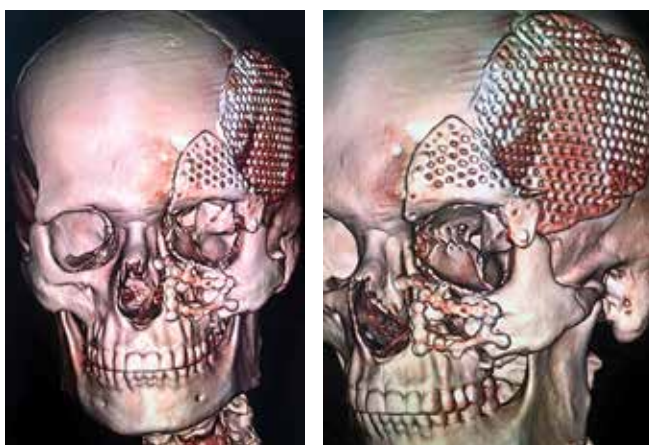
Послеоперационная компьютерная томография: видно удовлетворительное стояние титановых имплантатов
